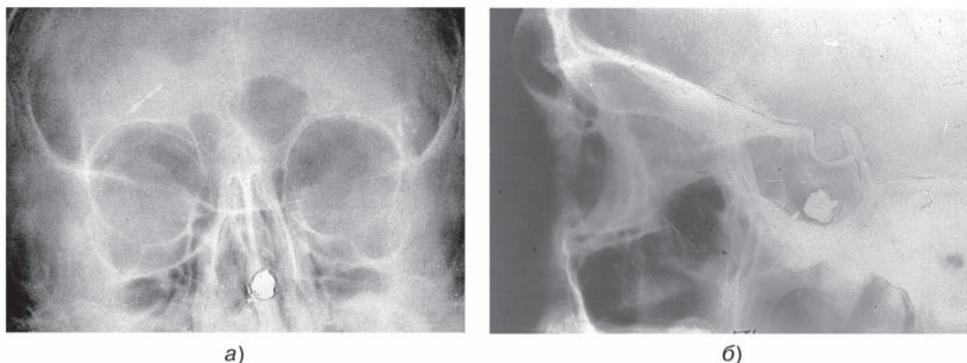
Рентгенограмма больного с огнестрельным ранением глазницы и инородным телом в основной пазухе: *а* — прямая; *б* — боковая плоскости.
